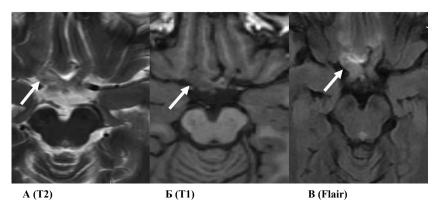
Магнитно-резонансная томограмма головного мозга. Fig 2. Magnetic resonance imaging of the brain
